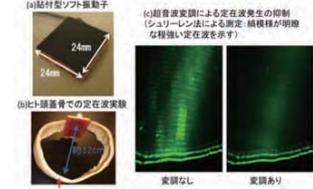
貼付型ソフト振動子と超音波変調による定常波の抑制
